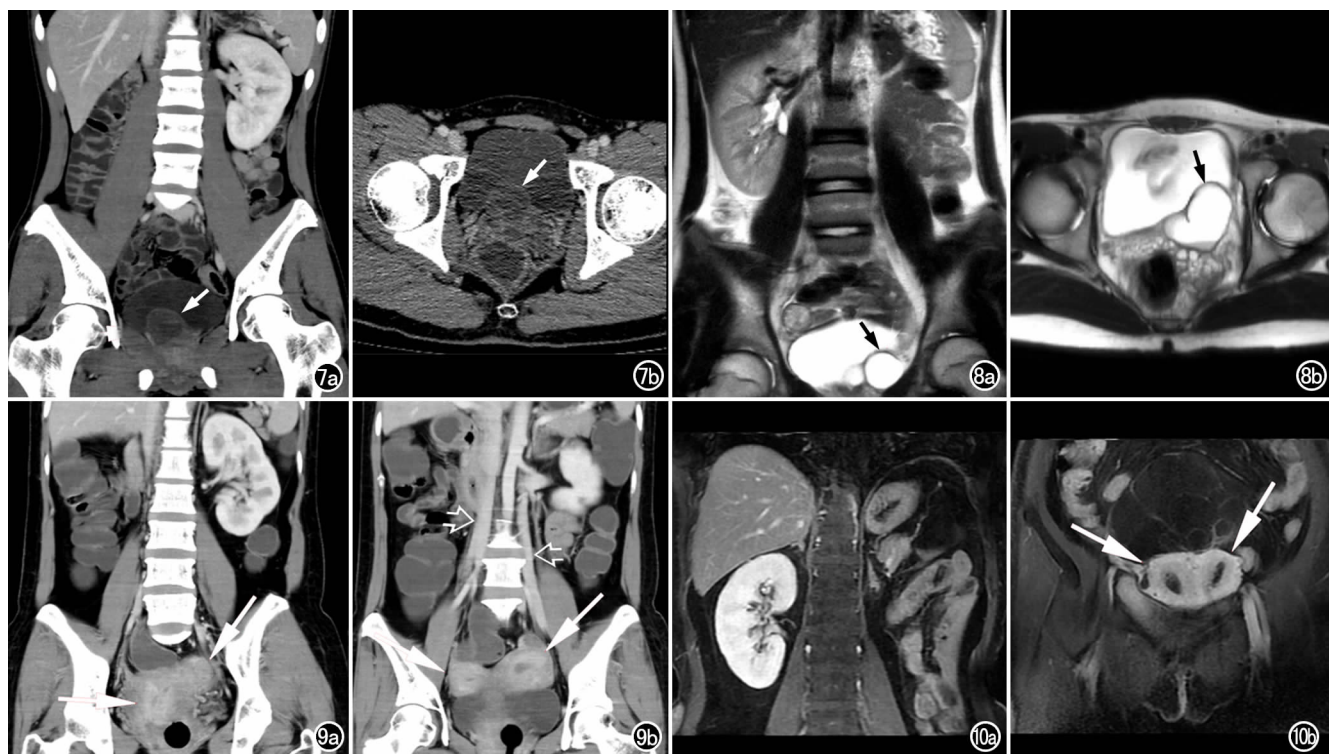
男, 15 岁, Zinner's 综合征。a) 冠状面 CT 增强皮质期示右肾区肾影缺如, 左肾增大, 膀胱右后下方精囊区有一囊状影(箭), 内部密度稍高于膀胱, 边界清楚; b) 横轴面 CT 示囊肿位于右侧精囊, 向前突向膀胱(箭)。
